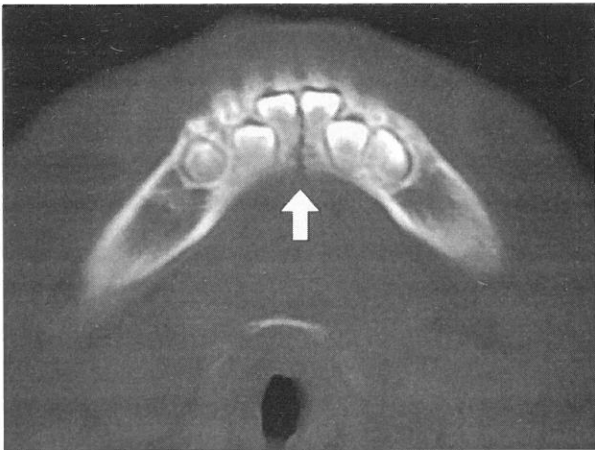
CT image of case 1. Midline fracture was seen.
